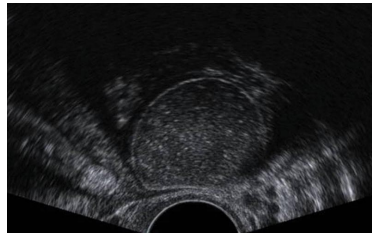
Ecografía transvaginal en la que puede observarse un quiste dermoide. Por su ecogenicidad puede pasar desapercibido en el conjunto de las estructuras adyacentes.
